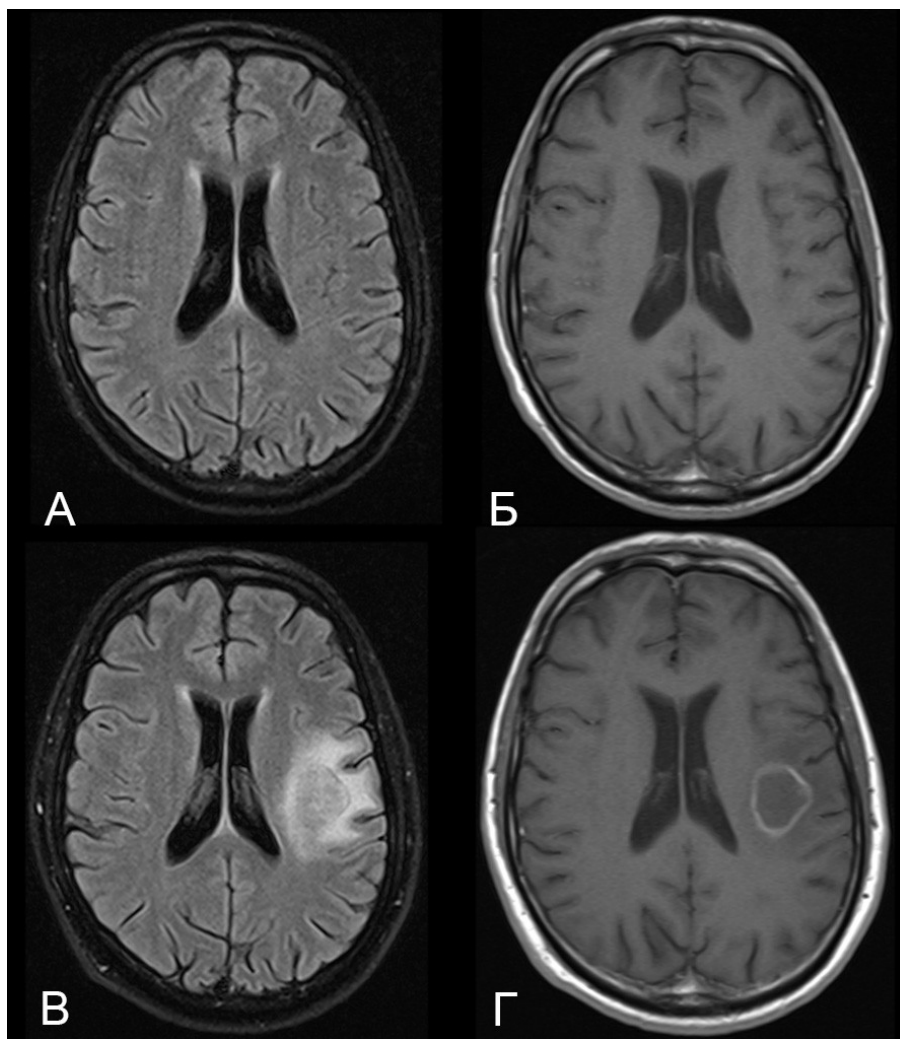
МРТ больного Т. 32 лет, который проходил лечение по поводу генерализованного туберкулеза. Из-за тяжести общего состояния регулярно получал этиотропную терапию в виде внутривенных инфузий. Первое исследование (А, Б) было выполнено из-за тяжести общего состояния, низкого титра CD4+, выявленного диссеминированного туберкулеза. А – T2 FLAIR, Б – постконтрастные T1ВИ в аксиальной проекции; в ходе исследования значимые патологические изменения не выявлены. Контрольное исследование выполнено через 5 недель и было назначено по причине появления слабости в правых конечностях. В левой височной области дополнительная объемная структуры, окруженная перифокальным отеком, размером 25x22мм, неоднородно гипоинтенсивная на T2 FLAIR в центральной области (изображение В), накапливает контрастное вещество по тонкому кольцу равномерной ширины (на постконтрастных T1ВИ, изображение Г), – внутримозговая туберкулема (de novo).
